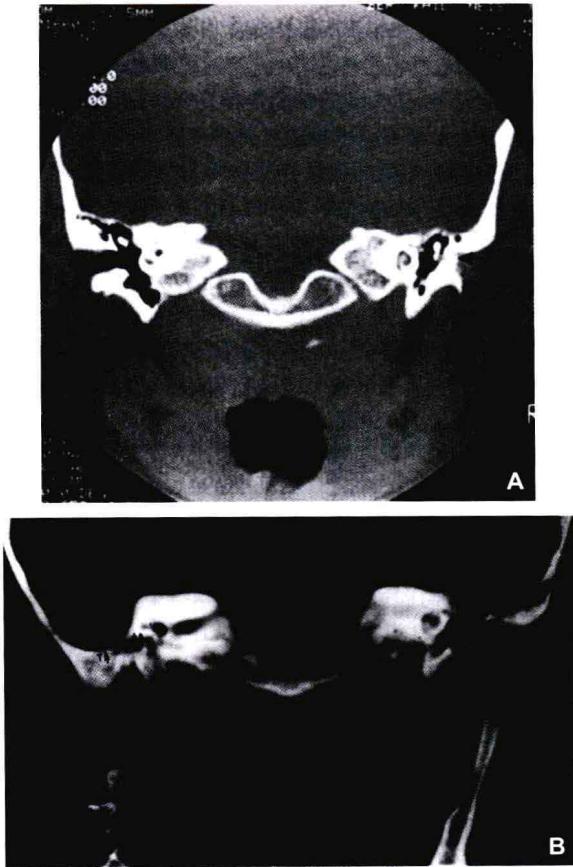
(A) 冠状位的 CT 平扫显示骨性闭锁板(箭头)。中耳腔气化正常。(B) 冠状位 CT 扫描显示一个位置较低的盖板(T),影响外耳道的发育。中耳腔未发育。一个原始未气化的鼓室(A)。这例病例禁忌行外耳道闭锁手术
